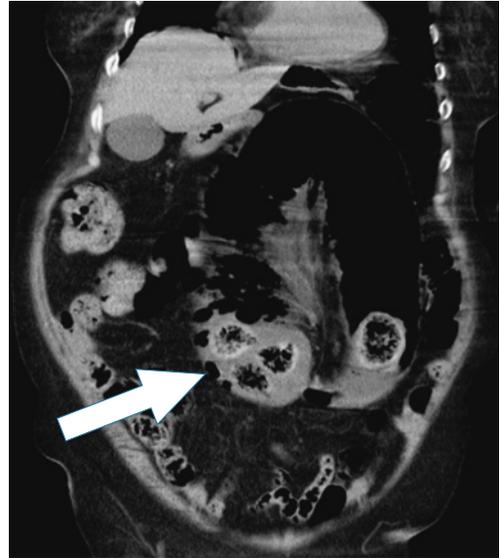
腹部CT（冠状断）検査：S状結腸の拡張と腸間膜の捻転・集束像が認められ、拡張した腸管壁および腸間膜内に気腫が認められた。
